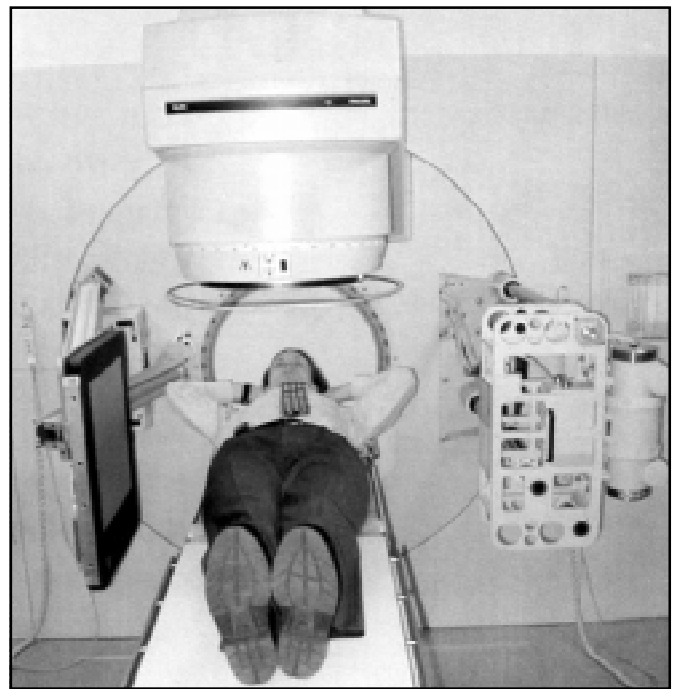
Система наведення терапевтичного струменя за допомогою рентгенодіагностичного апарату, змонтованого на процедурному столі лінійного прискорювача
